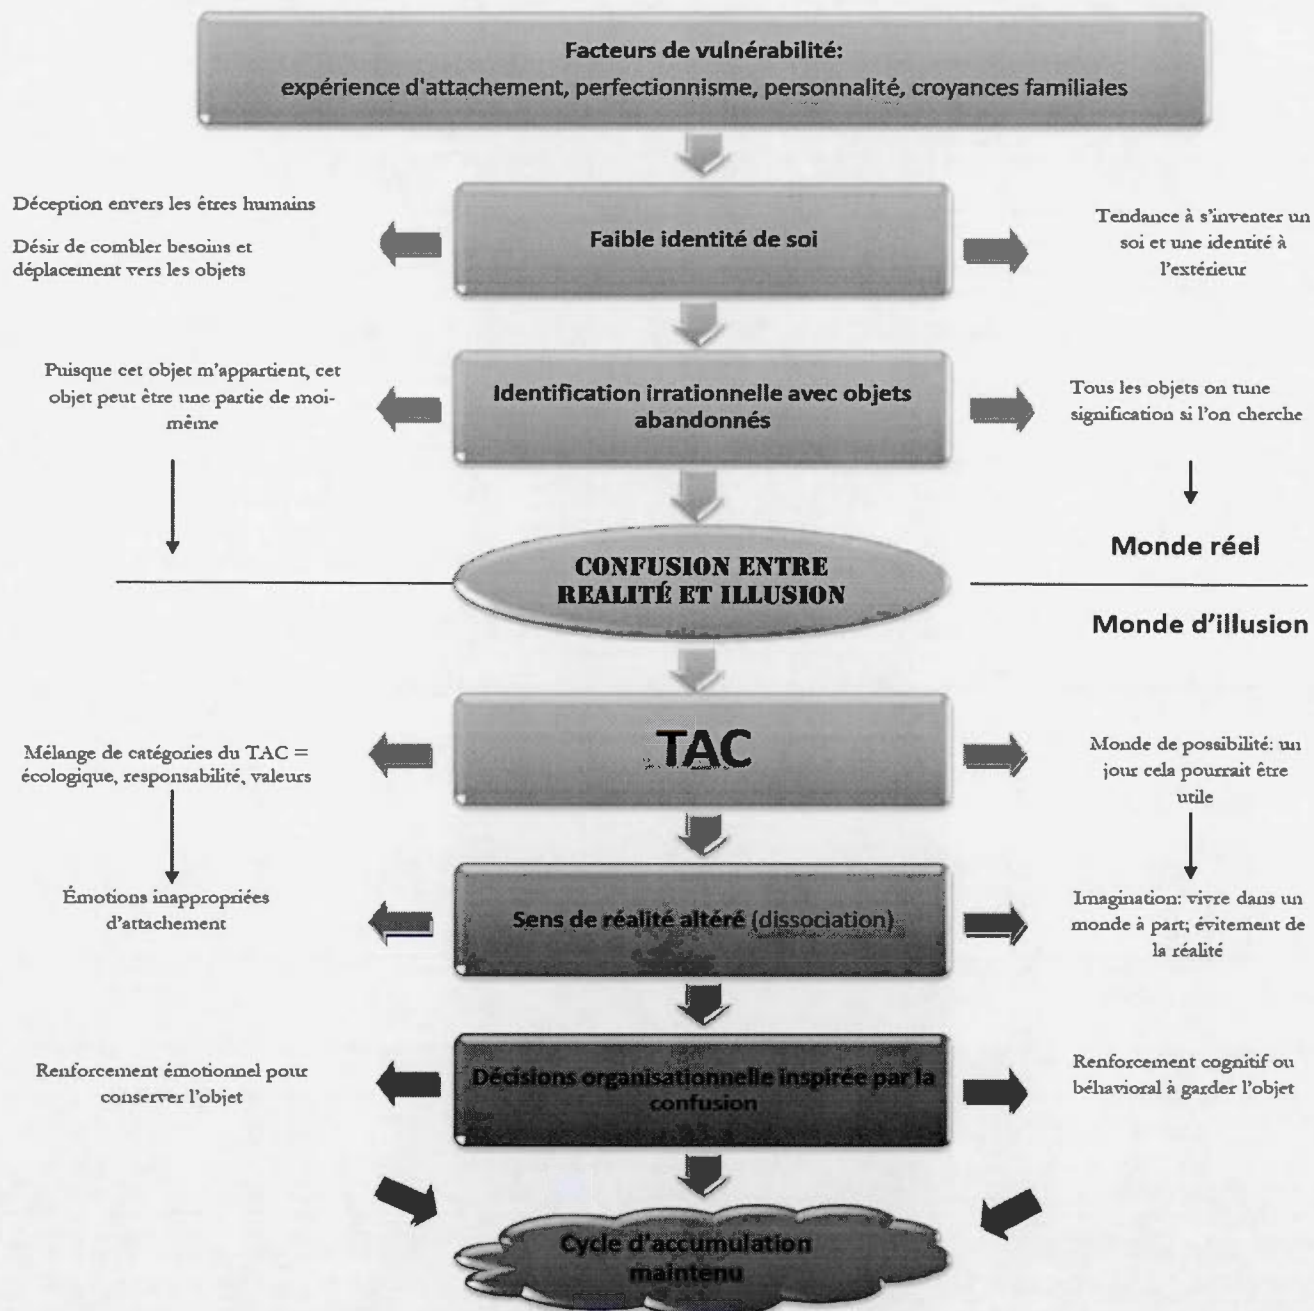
Modèle TBI pour le TAC (O'Connor, St-Pierre-Delorme et Koszegi, 2013).
